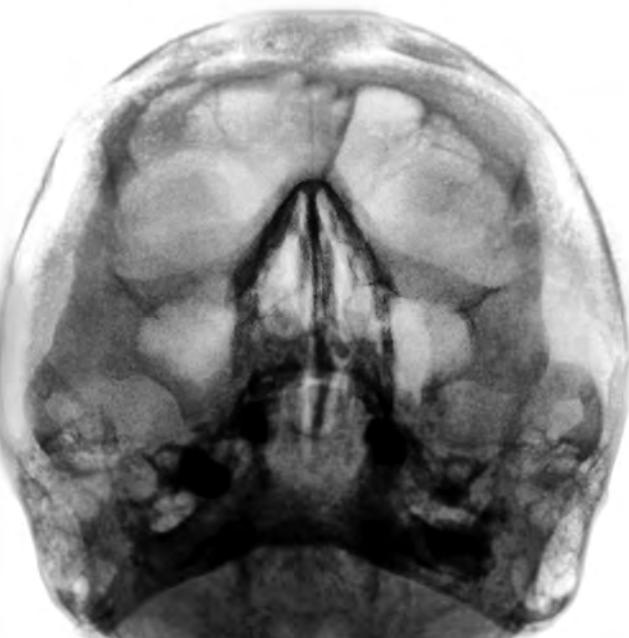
Рентгенограмма черепа в полуаксиальной проекции. Изолированный перелом скуловой дуги слева. Отображается наружно-внутреннее и вертикальное смещение отломков
